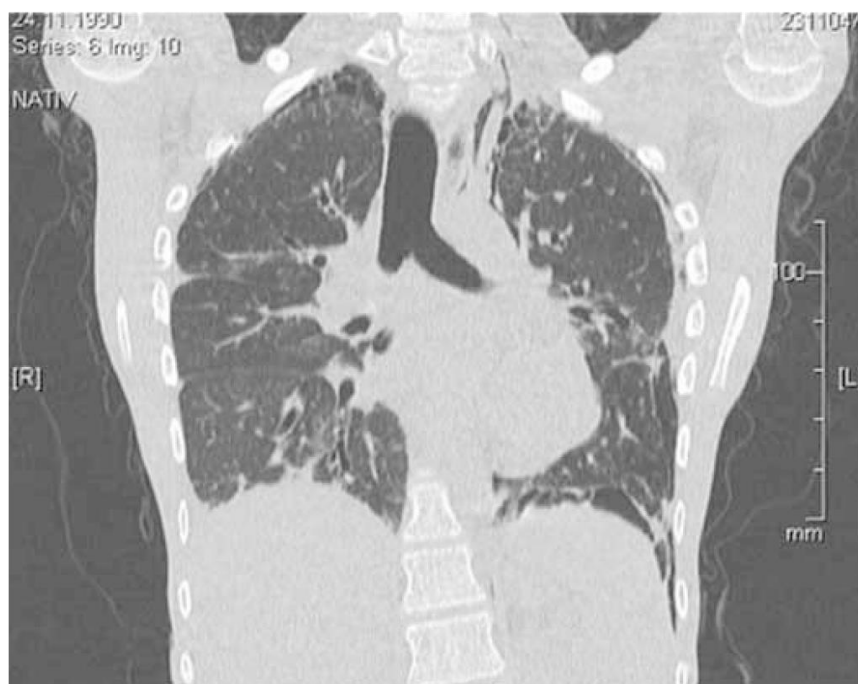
一例毛细血管扩张性共济失调症病人的胸部 CT 显示双肺底部弥漫性间质性改变及小叶间网织样密度增高，伴小叶间间隔增厚，右下叶支气管扩张。注意在放射成像过程中尽可能采用最低剂量，并排除放射线过敏。
